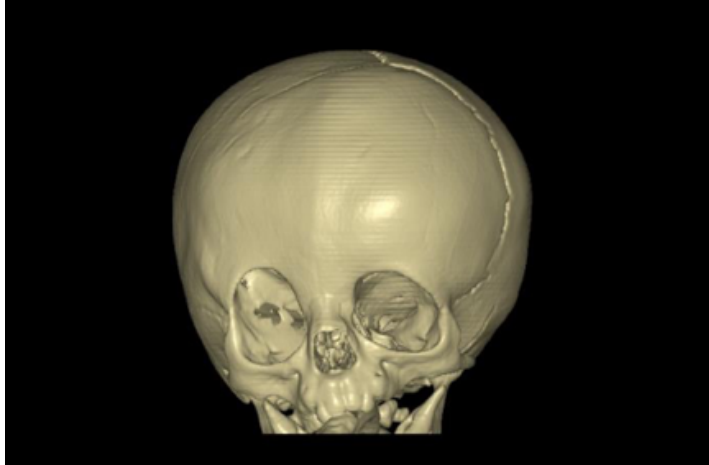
Nr. 5-8 Fotos sowie Bilder einer 3D Computertomographie einer Patientin mit Pfeiffer Syndrom
